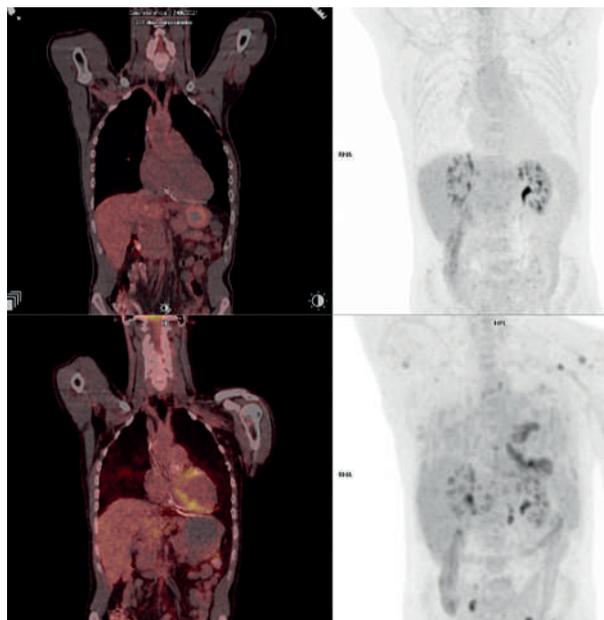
Estudio de PET-TC en paciente con sarcoidosis cardíaca (Arriba sin captación; abajo una reactivación).
